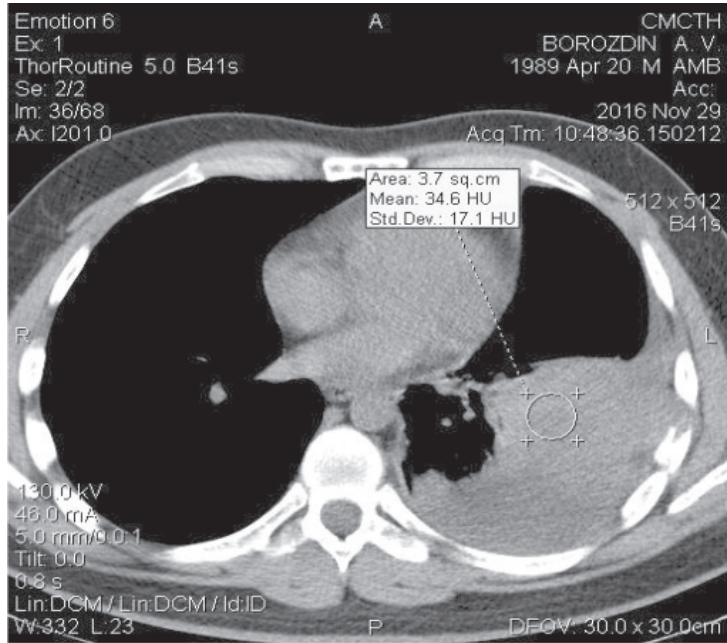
Компьютерная томограмма органов грудной клетки больного Б. Свободная жидкость в левой плевральной полости
